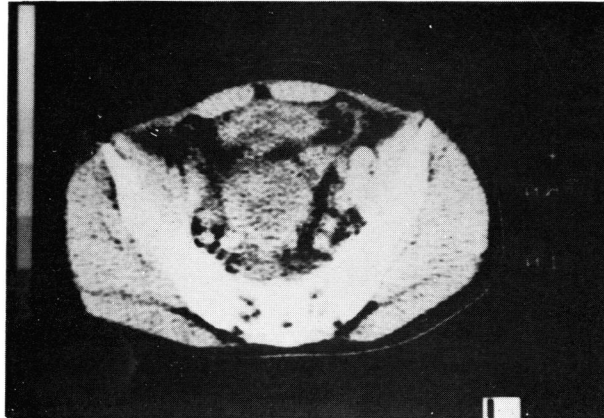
Computerized tomography scan of the pelvis before treatment shows large mass displacing bladder anteriorly
